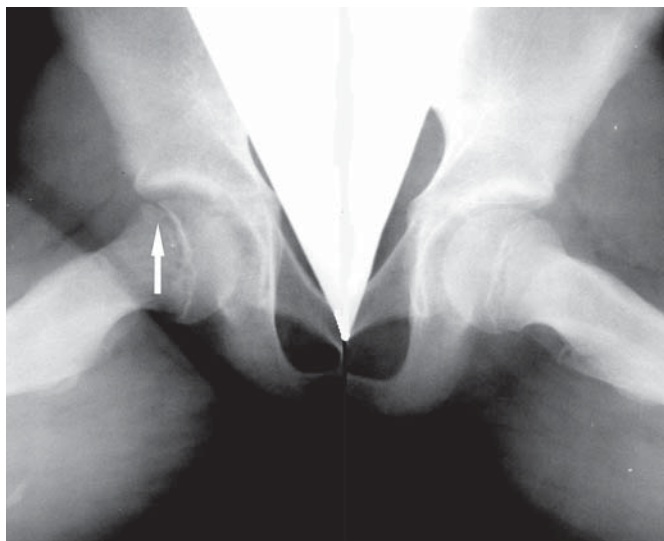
Рентгенография в положении Лауэнштейна «Ступенька» между эпифизом и метафизом
